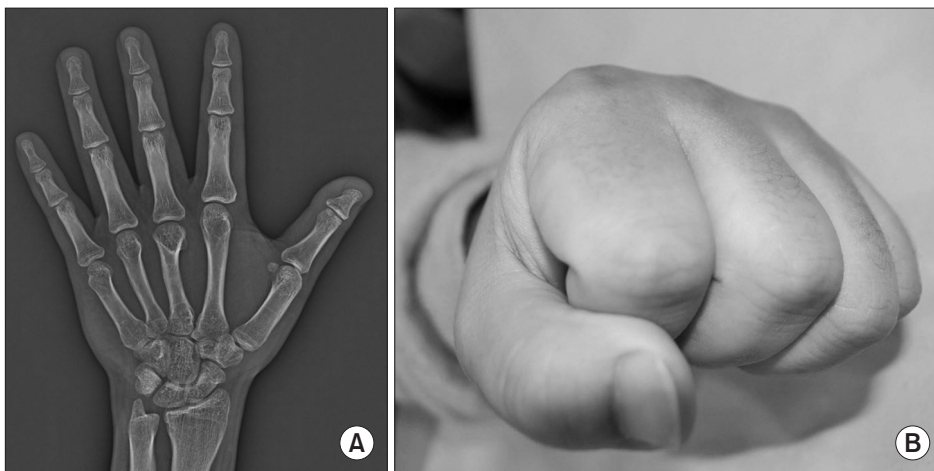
(A, B) Postoperative radiograph and photograph 1 year after the initial surgery.
